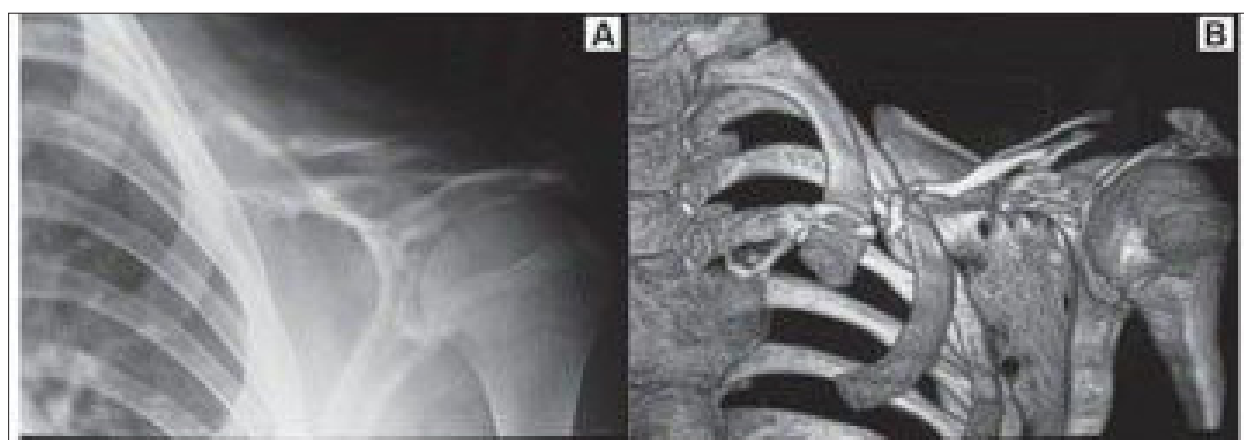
А – текущая рентгенография, вовлечение левой лопатки в патологический процесс;
